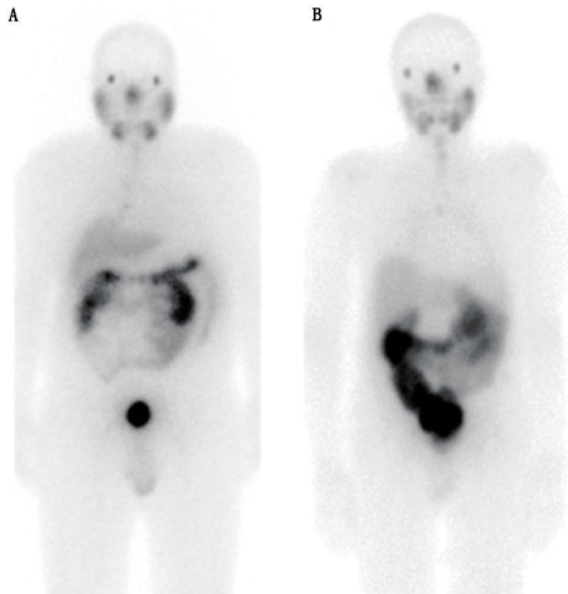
2 例前列腺癌患者¹⁷⁷Lu-前列腺特异膜抗原(PSMA)前位平面图像。A.患者经静脉注射 6.0 GBq 的¹⁷⁷Lu-PSMA-617 后 18 h 显像;B.患者经静脉注射 7.4 GBq 的¹⁷⁷Lu-PSMA I&T(显像和治疗)后 24 h 显像。2 例患者经放射性配体治疗(RLT)后残余病灶极小,在图像中均未观察到
